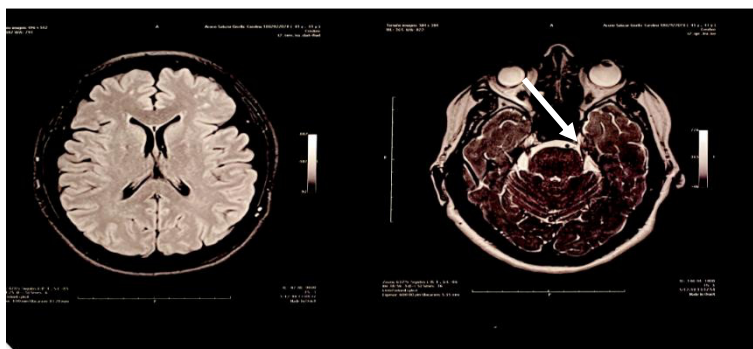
Resonancia magnética de paciente con compresión del nervio trigémino.
